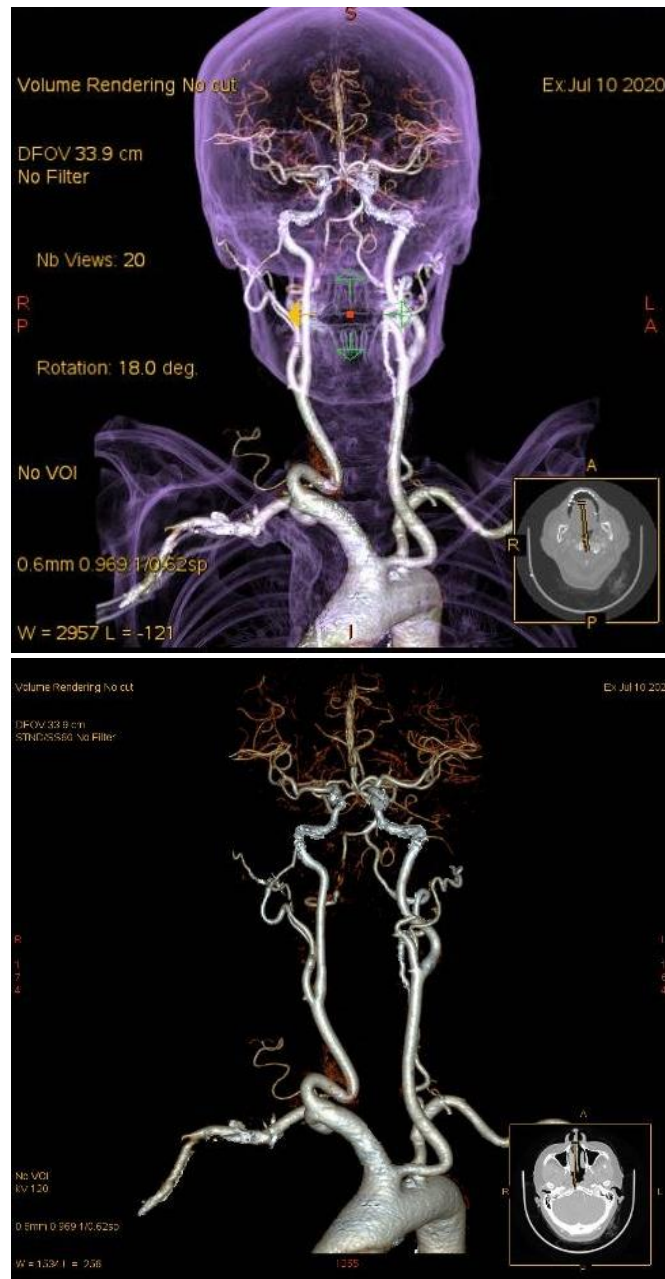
Angiotomografía de vasos supraaórticos.
